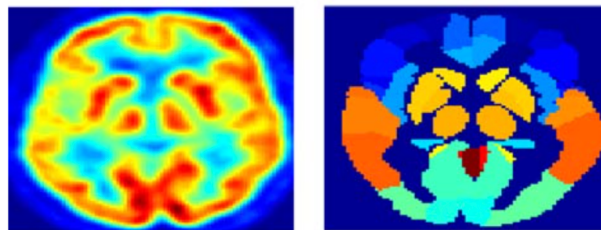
Izquierda, imagen PET. Derecha, atlas PET [25]
